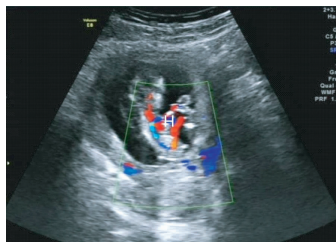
早孕期经腹超声检查示心脏部分突出于胸壁(H:心脏)
